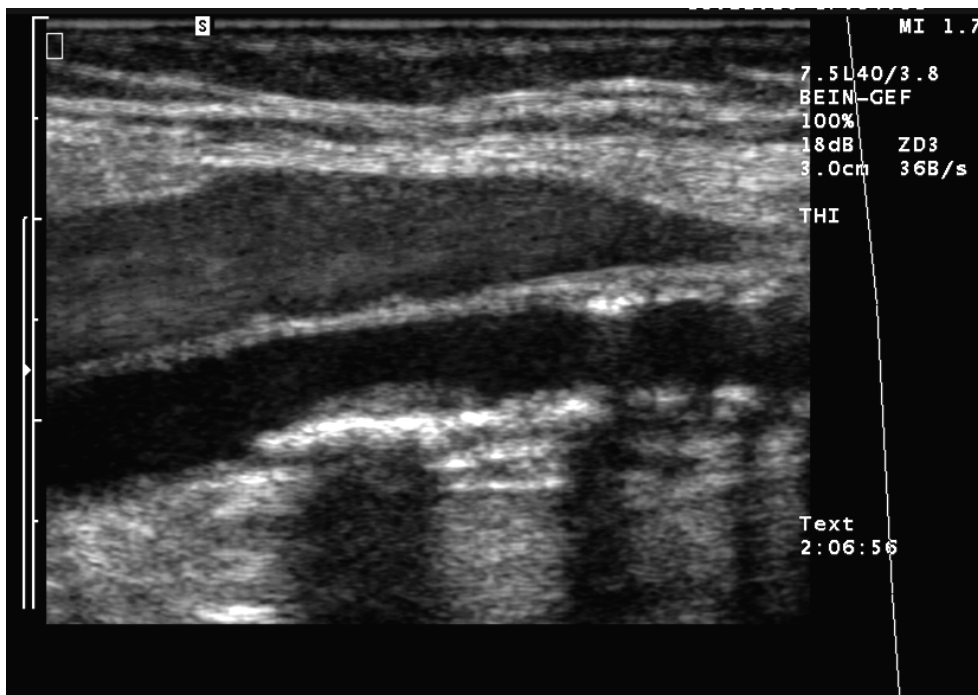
Sonographie der Arteria femoralis mit stark verkalkten, in das Gefäßlumen ragenden Plaques mit aufgelagerten echoarmen Anteilen im Sinne einer fortgeschrittenen Atherosklerose.
